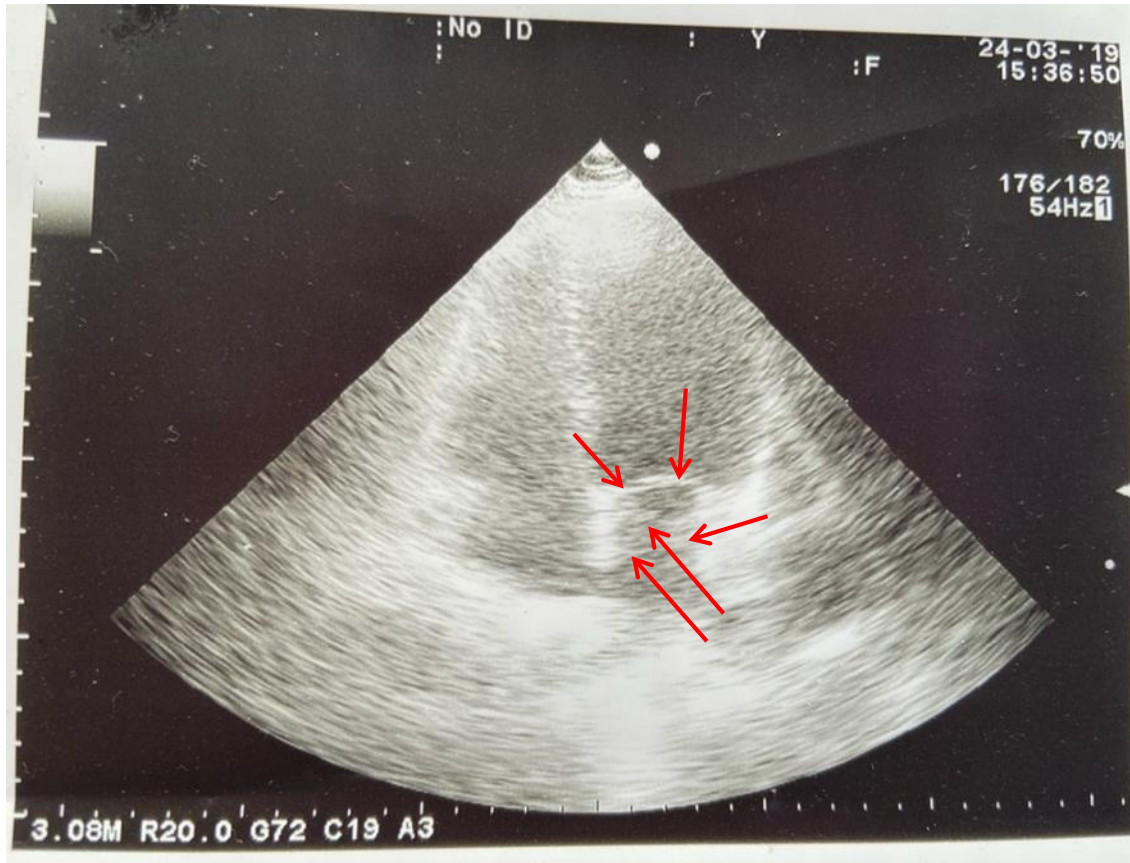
Эхокардиография левого желудочка сердца пациента Z. Аномальные сухожильные хорды
